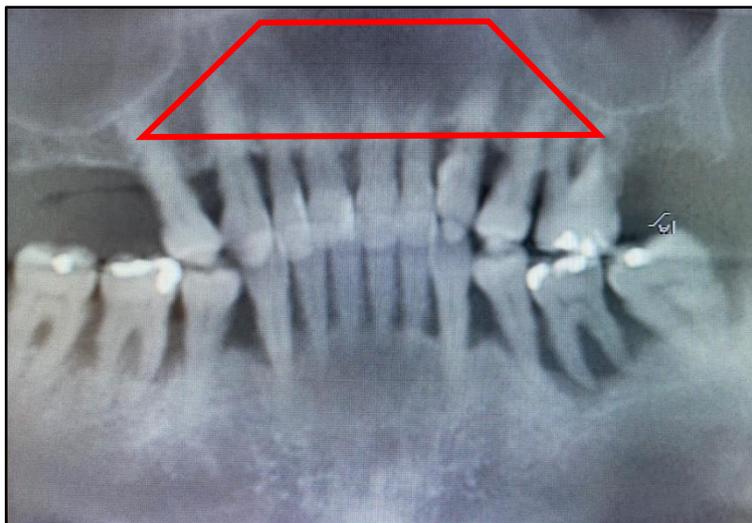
Radiographie préopératoire
